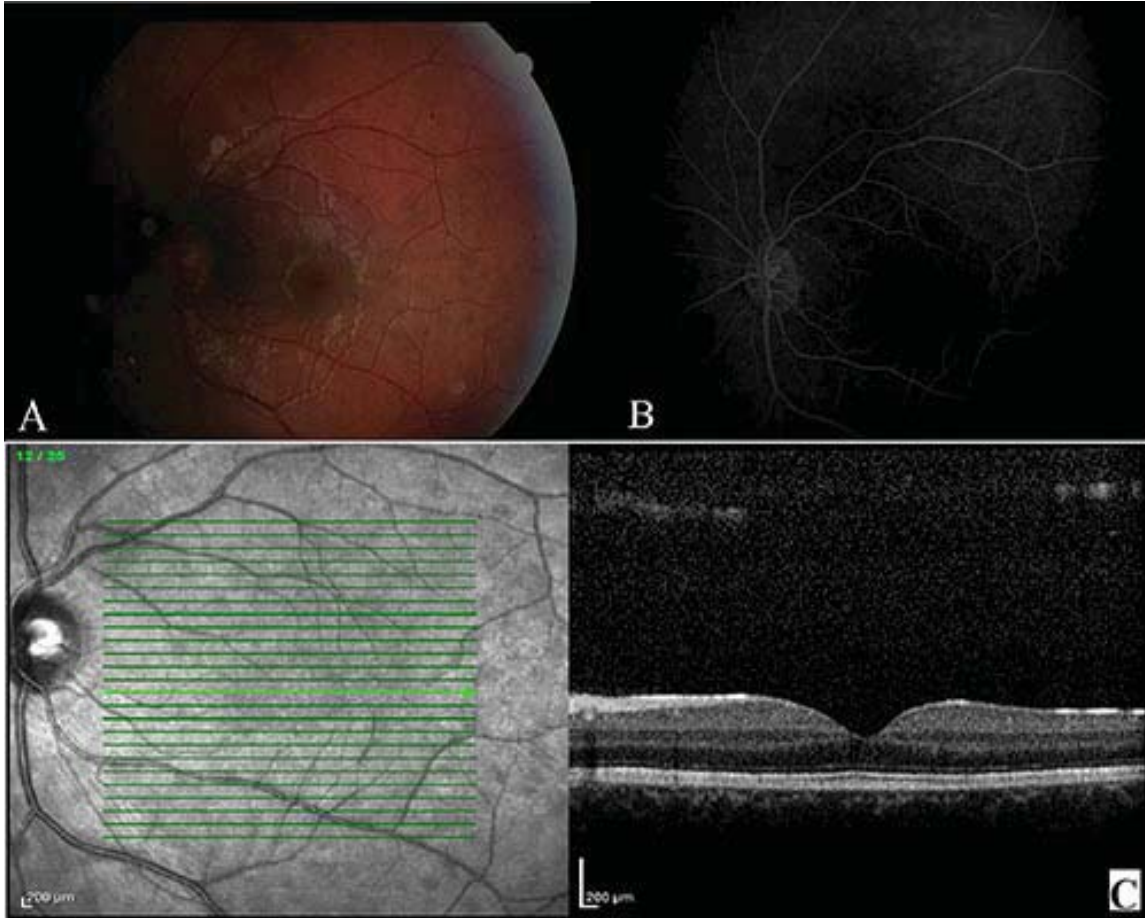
A) Başvuru anındaki perifoveal retinal kırışıklıkları ve makülanın temporalindeki beyaz noktalanmaları gösteren fundus fotoğrafı, B) Vitritisle uyumlu optik koherens tomografi görüntüsü.
